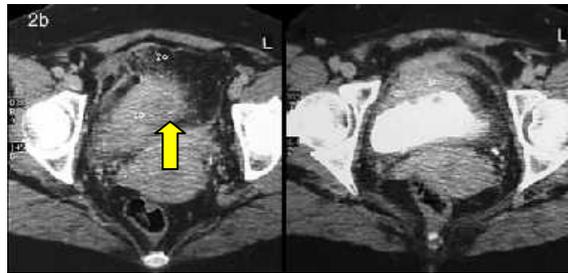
Figura 6ª y 6b. TC que identifica tumoración de densidad sólida que hace cuerpo con la pared vesical con cambios inflamatorios regionales.
